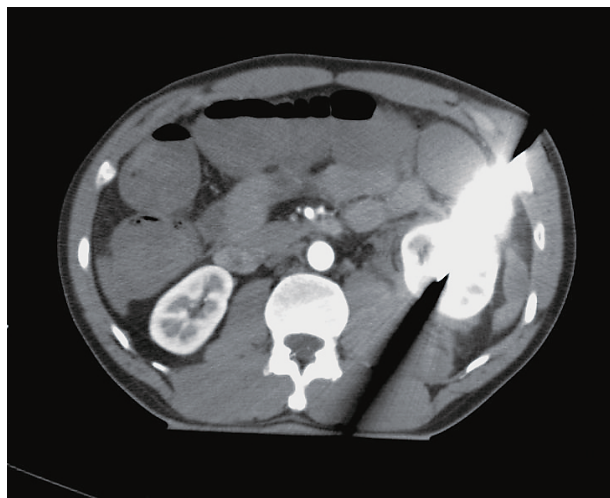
Dynamic CT shows the knife penetrating the left kidney.
